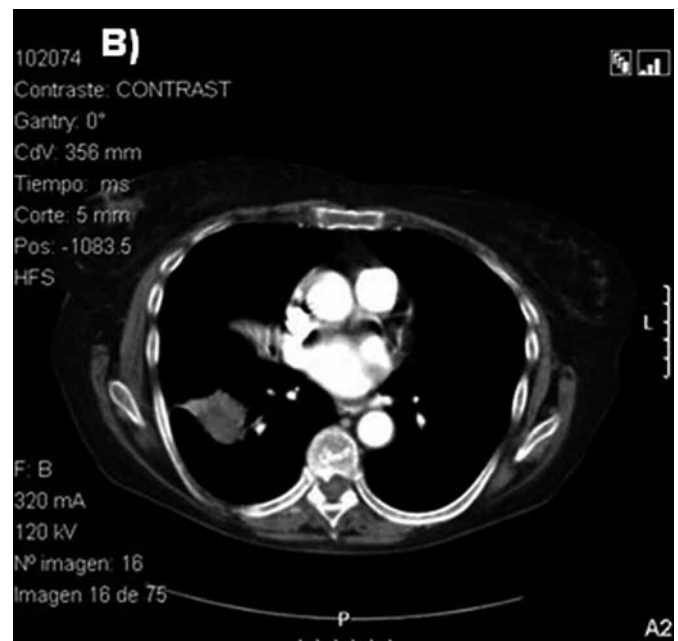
TAC de tórax tras tres meses de iniciar el tratamiento, apreciándose una disminución del tamaño de la masa pulmonar (3,3 x 3 cm).
